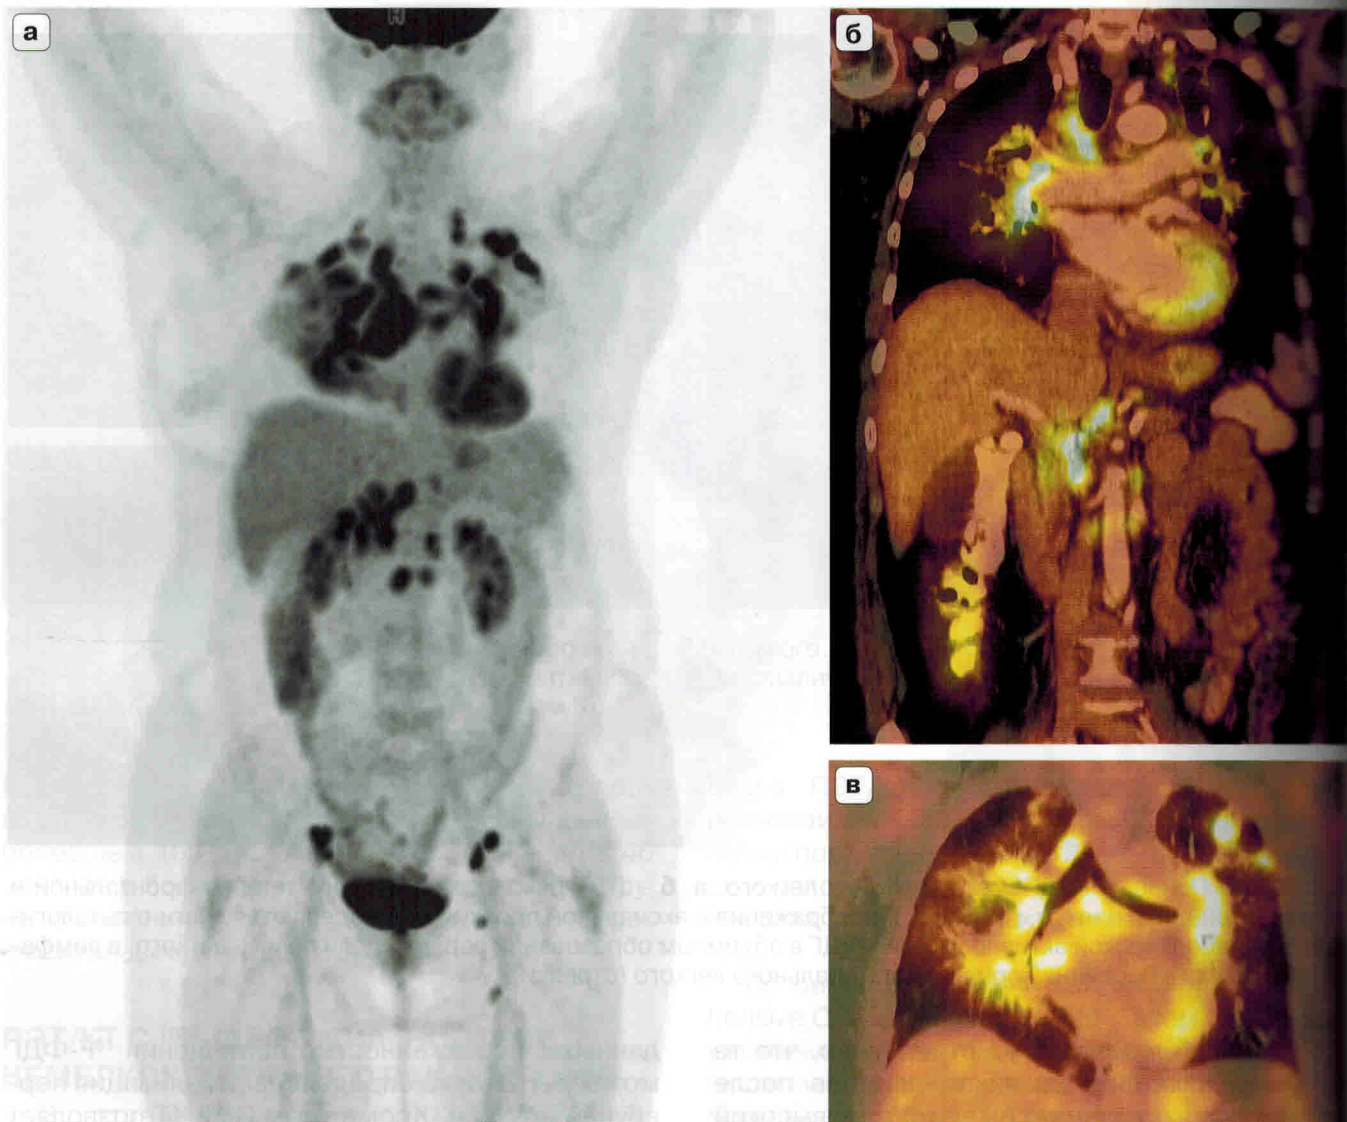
ПЭТ/КТ с ^{18}F -ФДГ всего тела. Саркоидоз. а – ПЭТ-реконструкция всего тела во фронтальной проекции; б, в – ПЭТ/КТ-совмещенные изображения во фронтальной проекции: определяются очаги с патологической метаболической активностью ^{18}F -ФДГ в периферических, внутригрудных, абдоминальных, пахово-бедренных лимфатических узлах, лимфатических узлах малого таза, а также в перибронхиально расположенных инфильтратах (в).
